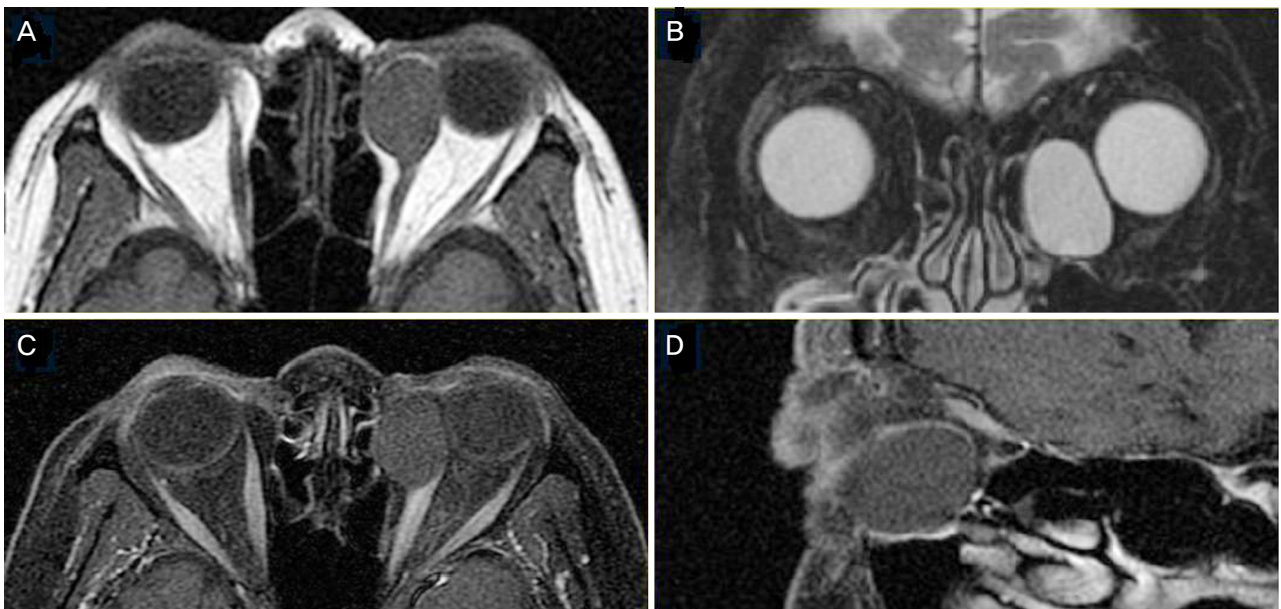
Axial (A) T1-weighted MR image and coronal (B) T2-weighted MR image demonstrate a well-circumscribed cystic lesion between the eyeball and medial wall in the left orbit. Axial (C) and sagittal (D) fat-suppressed contrast-enhanced T1-weighted MR images show the cystic mass which is adherent to medial rectus muscle without enhancement.
